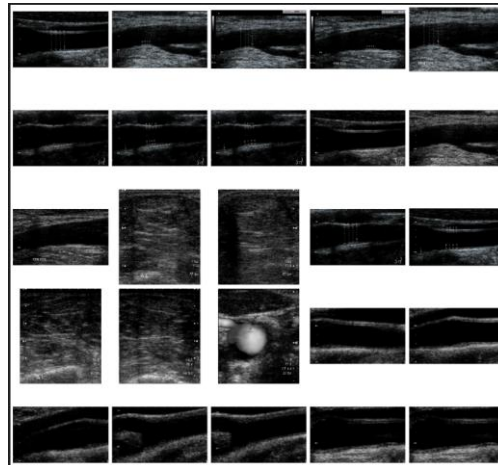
Imágenes de muestra Ultrasonido
